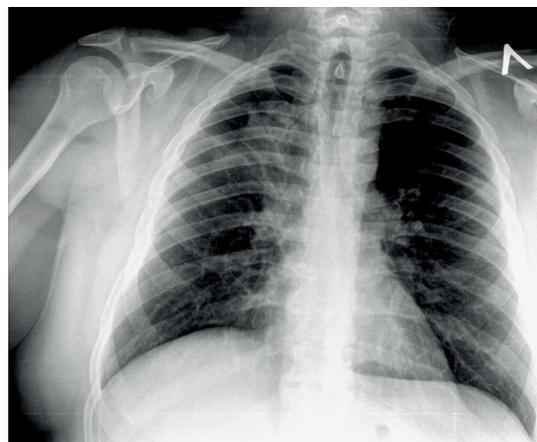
Пациент С. - рентгенография до операции
